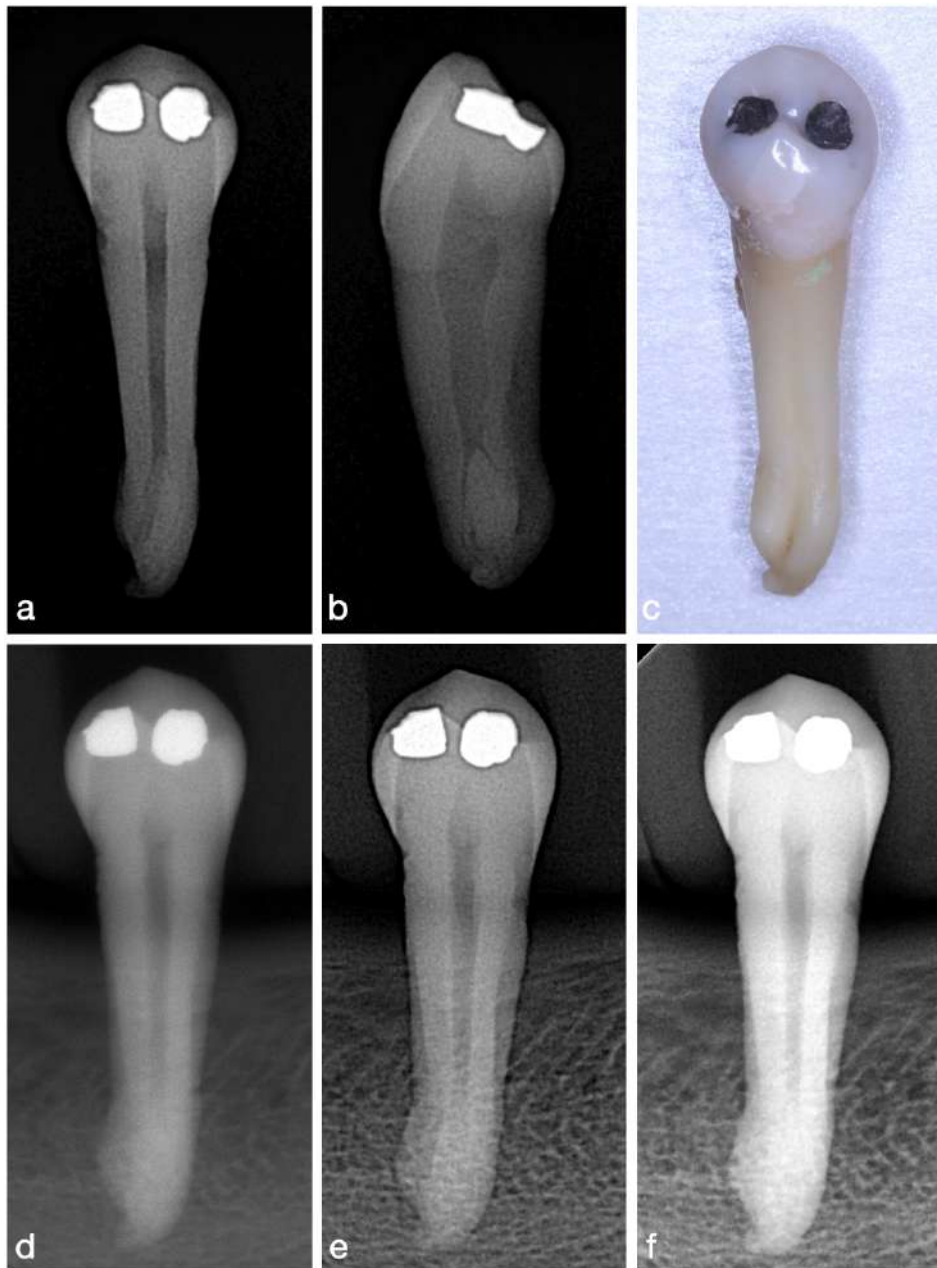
Ejemplo de OD (44) evaluado con presencia de conductos accesorios. a) Radiografía de control con angulación ortorradiar. b) Radiografía de control con angulación mesiorradial. En las radiografías a y b se observan las ramificaciones del conducto principal en el tercio apical. c) Registro fotográfico macro del OD (se observa la división de la raíz) d) Radiografía periapical tomada con RVG Acteon. e) Radiografía periapical tomada con RVG Eighteeth. f) Radiografía periapical tomada con el RVG Woodpecker.
